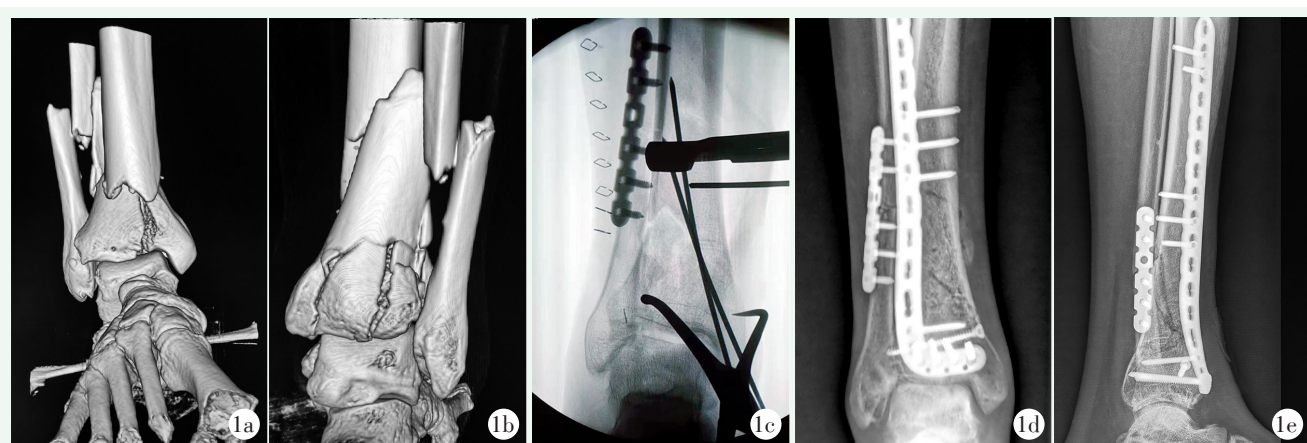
患者, 女, 45岁, 右 Pilon 骨折, AO 分型 C3 型 1a: 术前 CT 三维重建前面观, 右腓骨干骨折, 胫骨远端骨折累及关节面 1b: 术前三维 CT 后面观, 显示后踝骨折累及关节面, 见游离骨块 1c: 先复位固定腓骨, 再固定胫骨, 术中透视见腓骨已完成固定, 胫骨骨折复位后用克氏针和点状骨折复位钳临时固定 1d, 1e: 完成内侧钢板螺钉固定后, 术后正侧位 X 线片示骨折复位满意, 内固定物位置好, 踝穴对合良好
